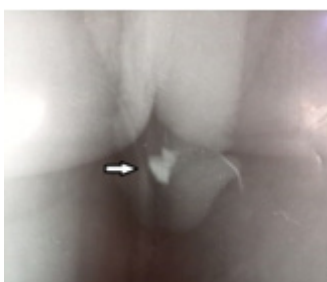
La radiographie du bassin : mettait en évidence une opacité dense au niveau du sillon balano-preputial de la verge.
